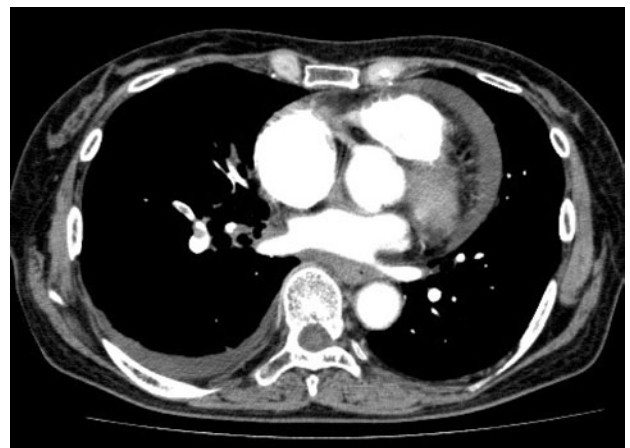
Chest-enhanced CT showing a defect in the right lower pulmonary artery.
